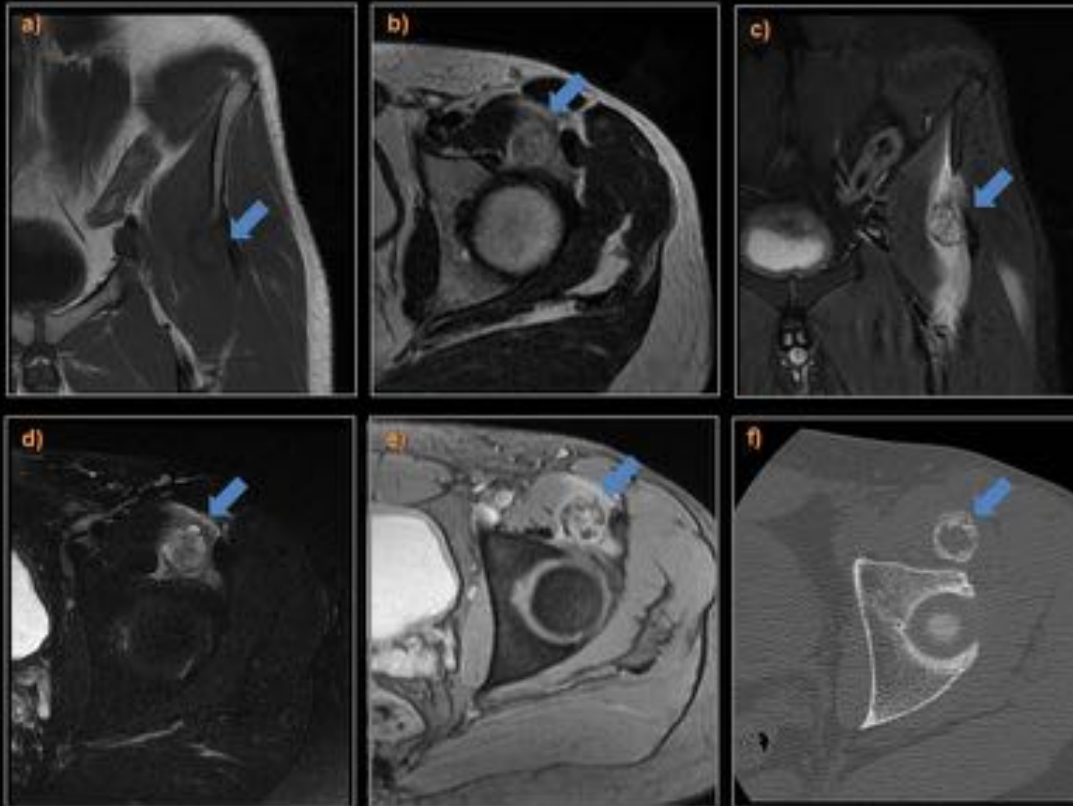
Tumoración de partes blandas, redondeada, intramuscular, hipointensa en T1 (a), hiperintensa en T2 (b) y STIR (c), con intenso realce tras la administración de gadolinio (d), que asocia moderado edema del músculo adyacente. Muestra un ribete hipointenso periférico en todas las secuencias, más marcado en T2 GRE (e) que corresponde con una calcificación periférica que se confirmó posteriormente por TC (f).
